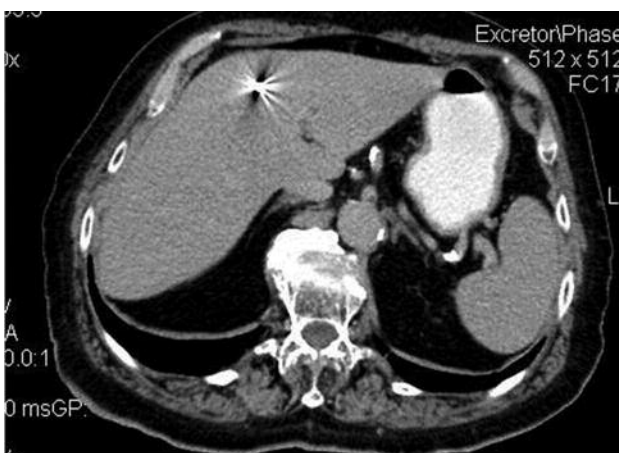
Усиленная аксиальная КТ. Контроль адекватности установки радиохирургической метки во вторичный печеночный очаг (Мтс). Металлическая метка дает множественные линейные артефакты, «скрывающие» контуры очага
